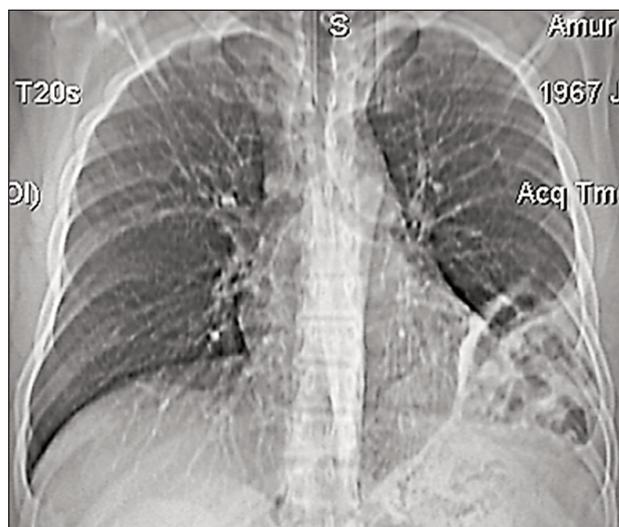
Пациент К. Компьютерная томография органов грудной клетки от 16.01.2015 г. Признаки диафрагмальной грыжи слева.
